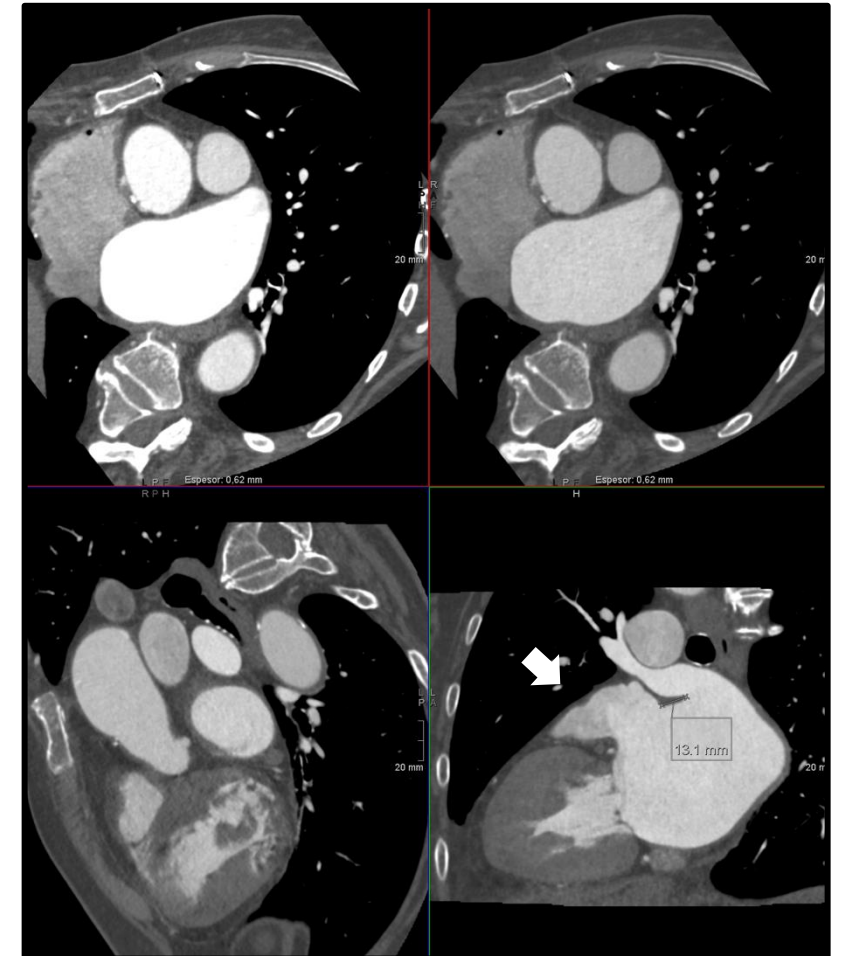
OI en TC cardíaco (flecha)
